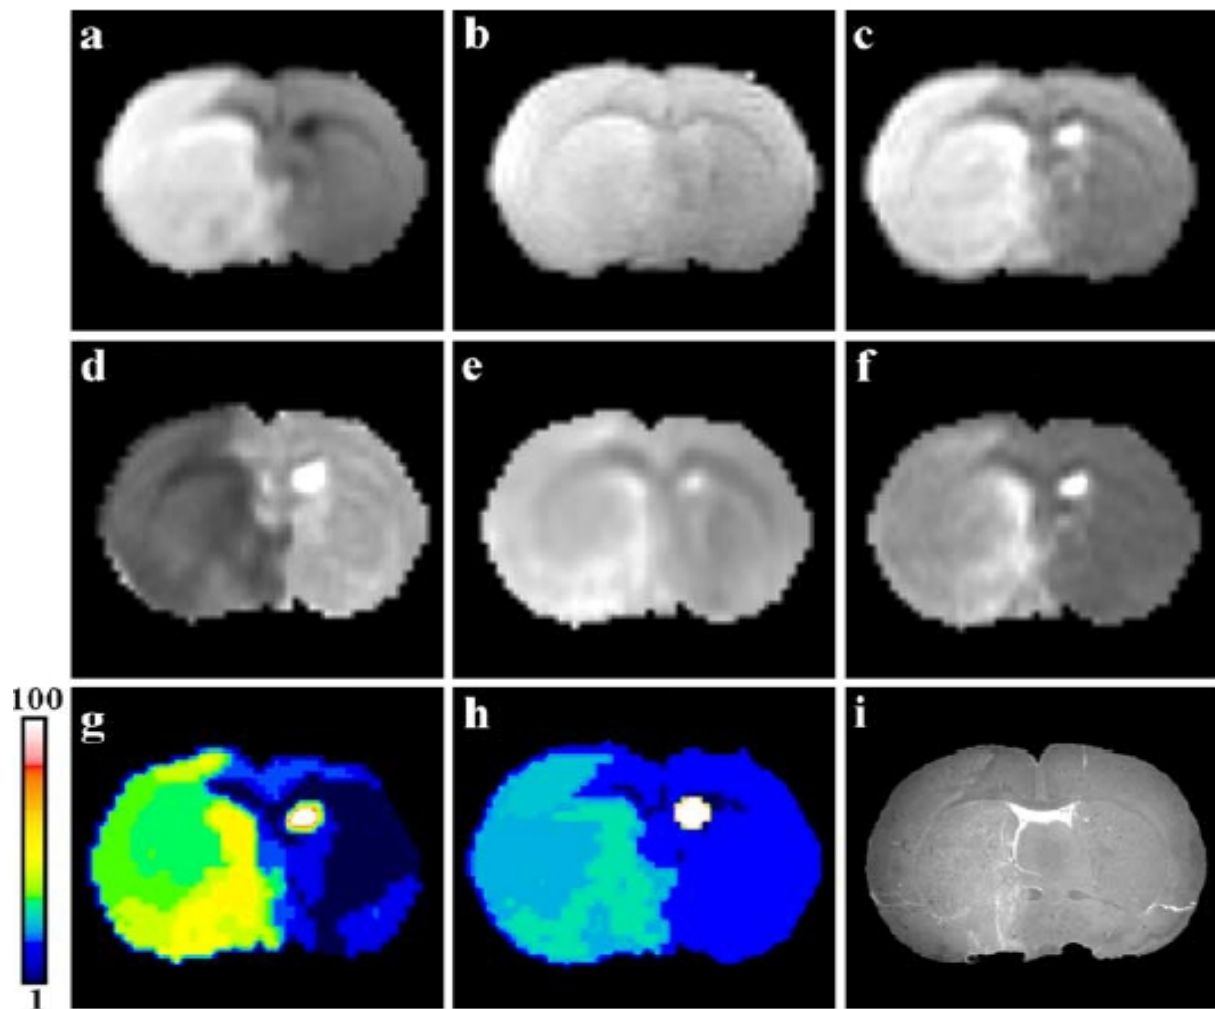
Dall'alto verso il basso; immagini RM ottenute con sequenze DWI, T1W, T2W (a,b,c); relative mappe parametriche (d,e,f); risultati della segmentazione ISODATA (g,h) e confronto con sezione istologica (i). Tratto da [43]
